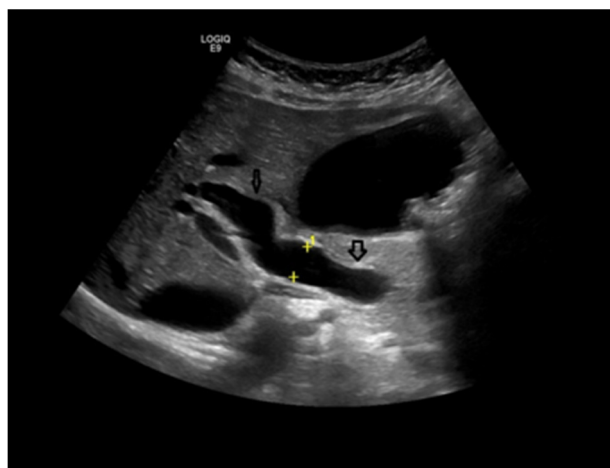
Ecografie standard – icter obstructiv. Coledoc larg-12 mm, colecist cu perete subțire, litiazic cu multiple mici imagini hiperecogene cu con de umbră acustică
